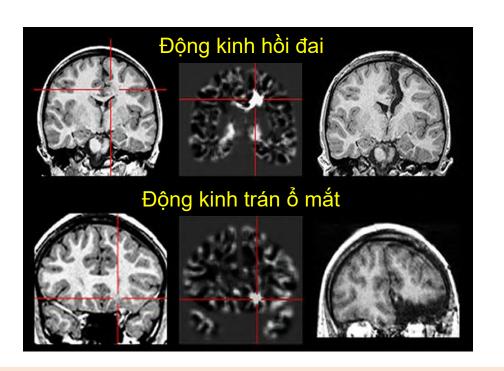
Hình ảnh học cấu trúc: MRI
